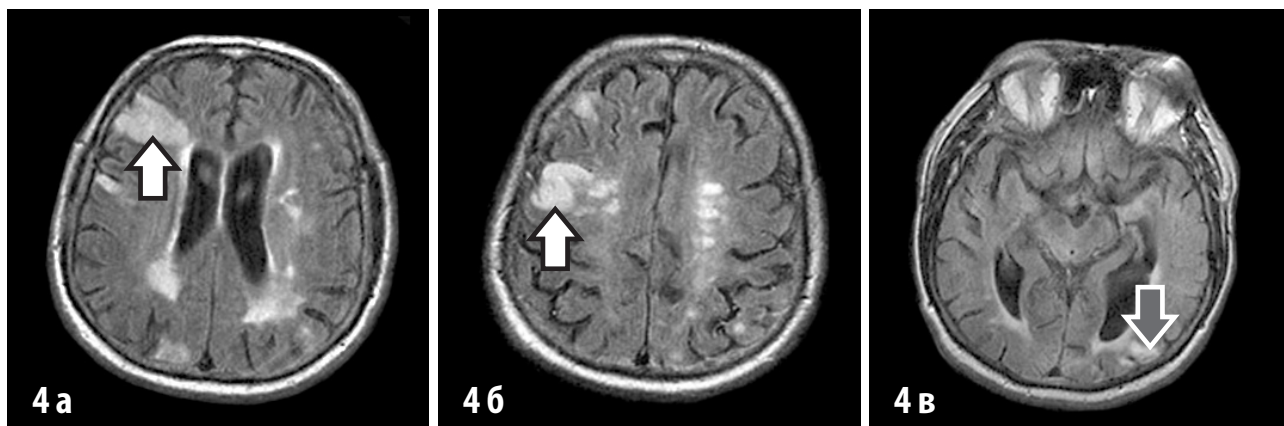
FLAIR аксиальна проекція. Участки порушення мозгового кровообігу з ураженням кортикально-субкортикальних структур правої лобної доли, кортикально-субкортикальних структур правої затылочної доли (білі стрілки). Характерне ураження в межах извилини, а не в межах басейна кровообігу. Участок кистозно-гліозних змін кортикально-субкортикальних структур лівої затылочної доли (сіра стрілка) з замінювальним розширенням заднього рога лівого бокового жовудочка
